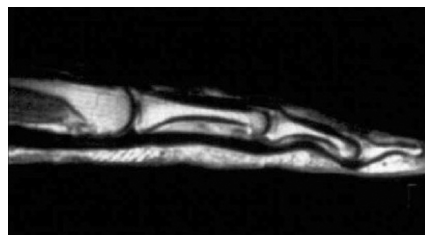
A2-Ringbandruptur im MRT
